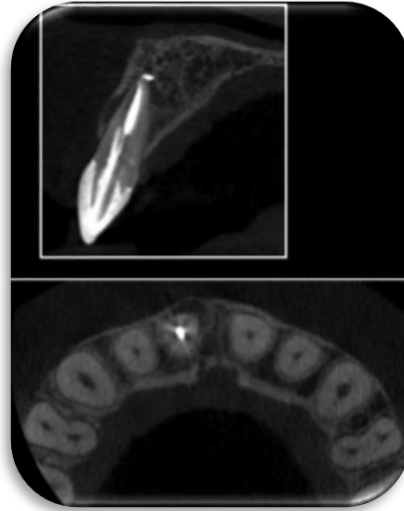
Ejemplo de fractura de instrumento detectado con CBCT
